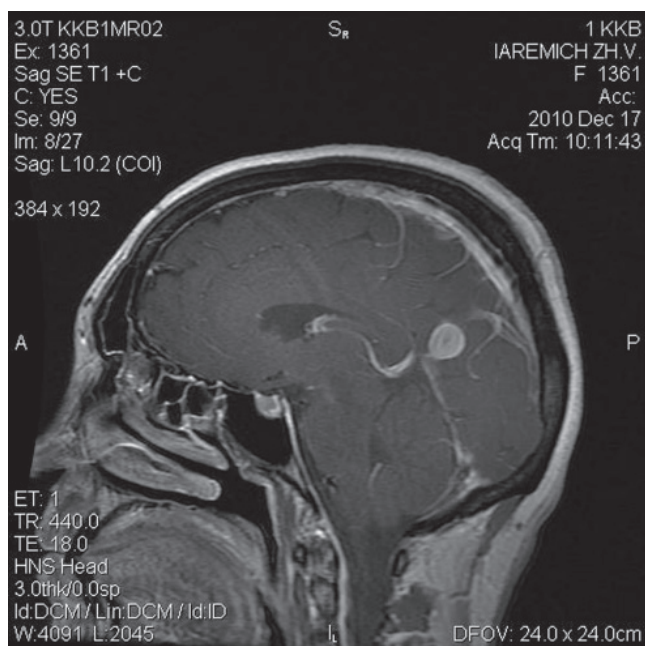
МРТ больной Я., до лечения (сагиттальный срез)
